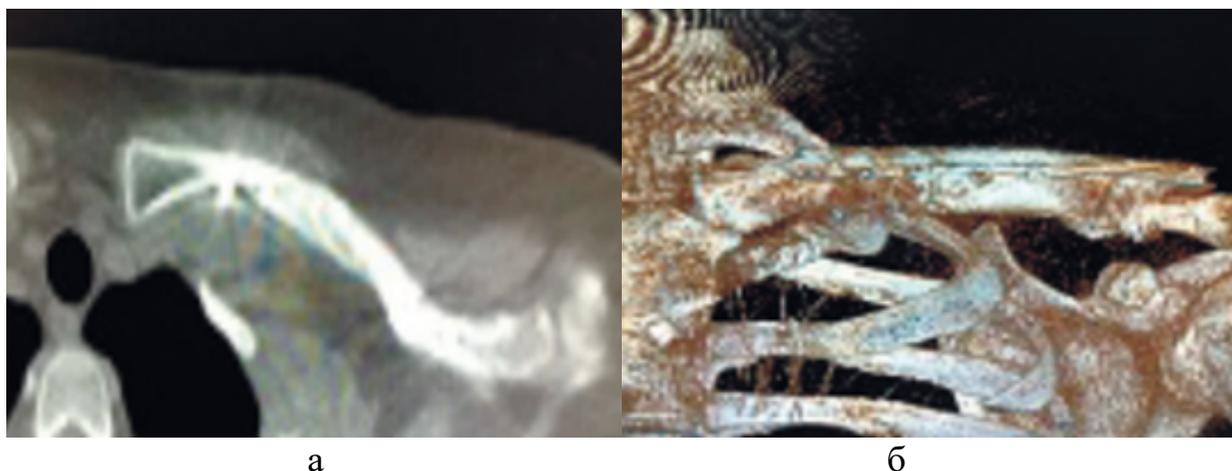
КТ сросшегося ложного сустава: *а* — томограмма, *б* — 3D-картина
